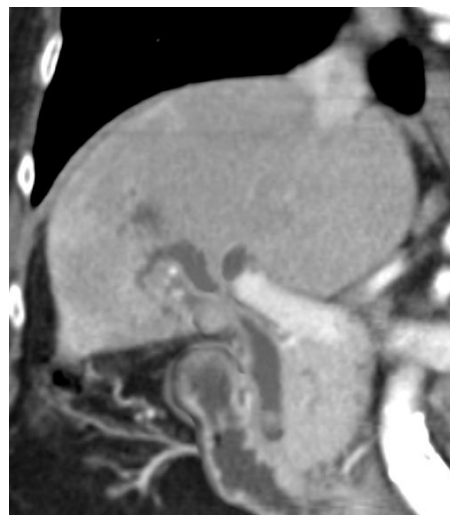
Реконструкция компьютерной томограммы той же больной с синдромом Мирицци I типа. Сдавление начального отдела общего печеночного протока и слияния правого и левого печеночных протоков камнем шейки желчного пузыря. В дистальном отделе холедоха определяется конкремент
